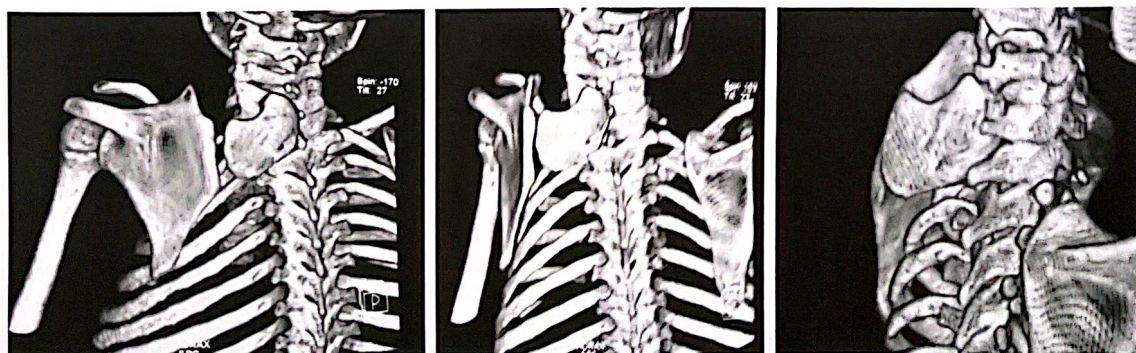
TDM avec reconstruction 3D montrant une omoplate déformée avec une cavité glénoïde basculée en varus et présence d'un os omo-vertébral
